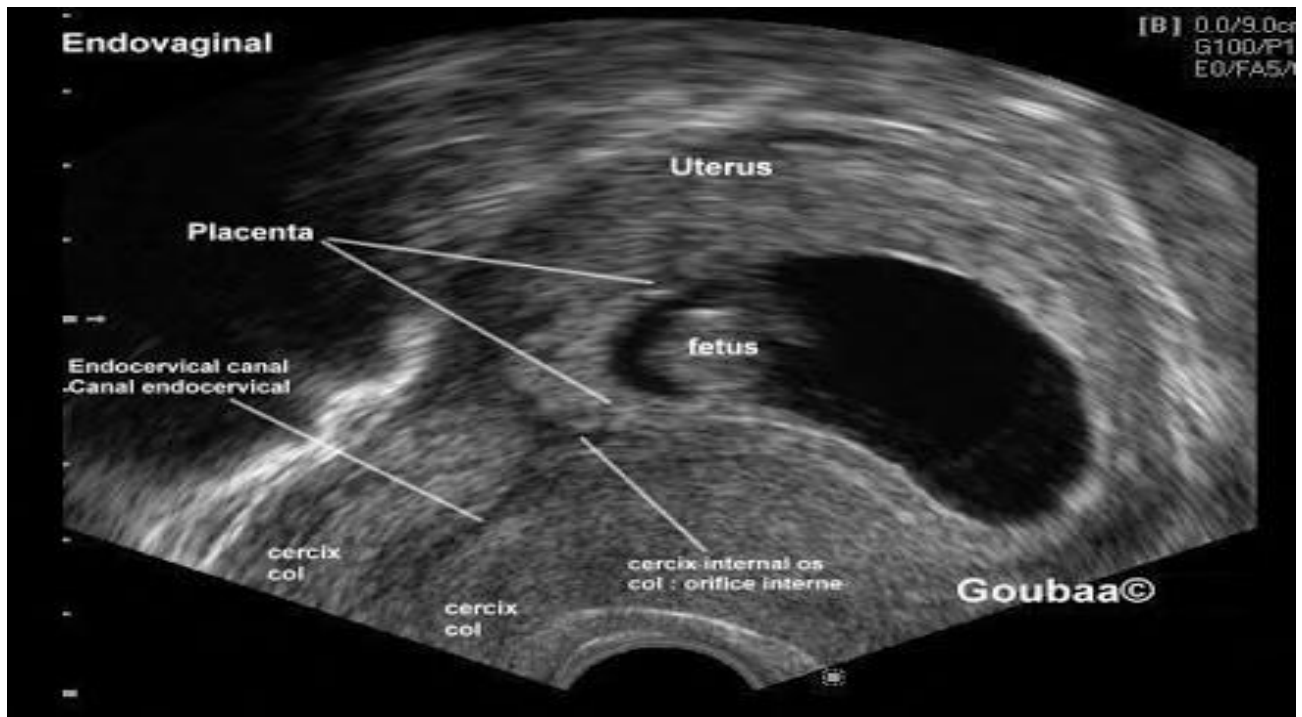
Image échographique d'un placenta bas inséré recouvrant [9].
